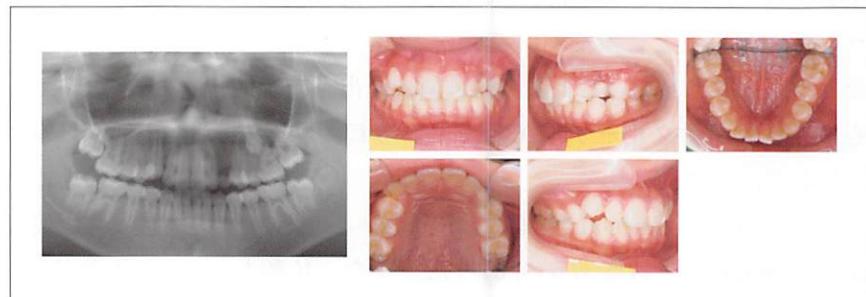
<症例4> 歯牙腫摘出後の当科初診時パノラマX線写真および口腔内写真
